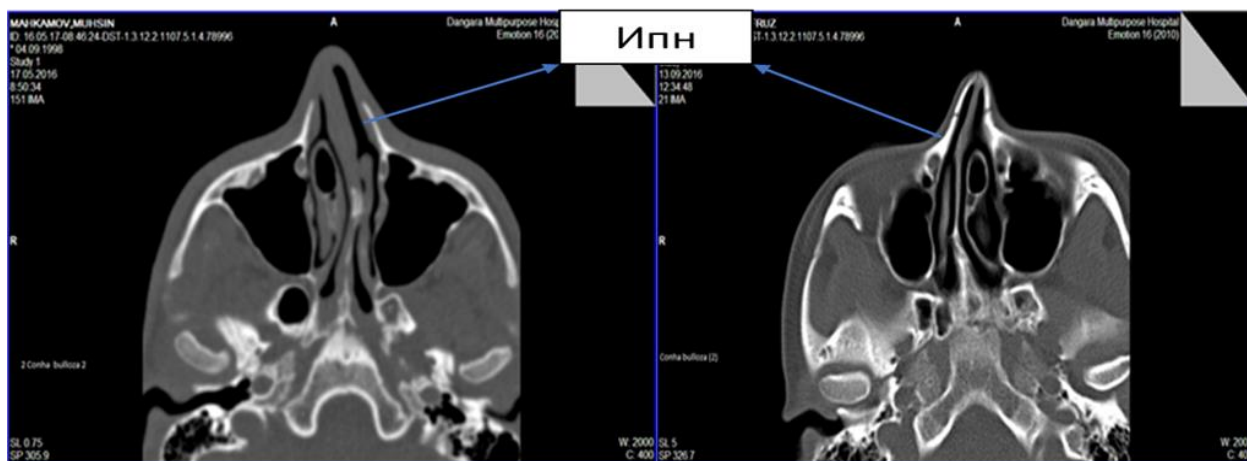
КТ-признаки искривления пирамиды носа вправо и влево
